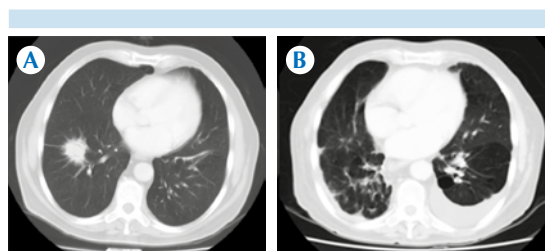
A) Tomografía axial con contraste intravenoso. Varón de 50 años, neutropénico y con clínica respiratoria; masa en el lóbulo superior derecho. B) Tomografía de control a las 4 semanas: la masa ha desaparecido y en su lugar hay tractos fibróticos y pequeñas áreas de vidrio deslustrado; además, pérdida de volumen del pulmón derecho y derrame pleural de predominio izquierdo.
